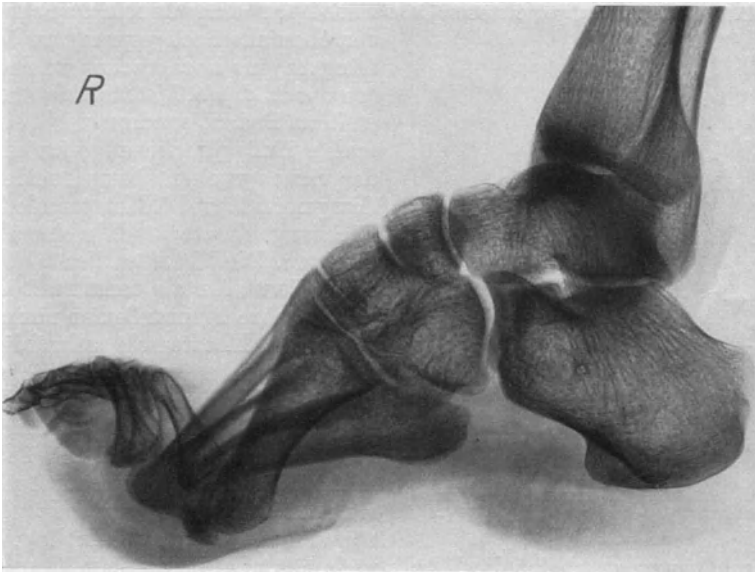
Typischer Hohlfuß im Röntgenbilde: Stelstellung von Ferse und 1. Strahl, Überschneidung vom 1. und 5. Strahl, Rückwärtsverlagerung von Tibia und Fibula über dem Talus. (Eigene Beobachtung.)
